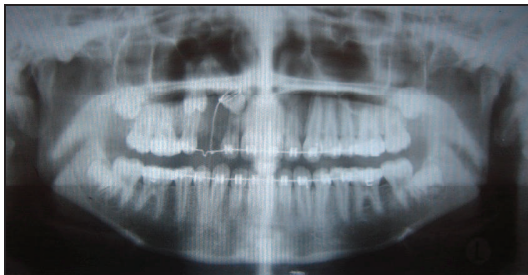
Radiografía panorámica y cefalométrica intermedias.
